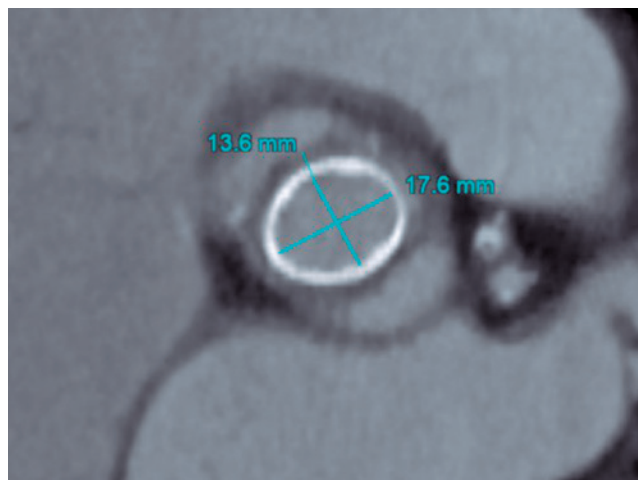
Angiotomografia evidenciando o anel cirúrgico com diâmetros pequenos.
